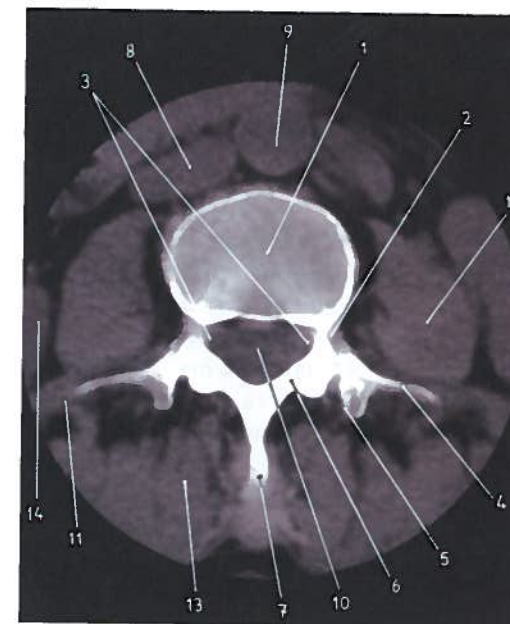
Corte axial da parte lombar da coluna vertebral em TC
